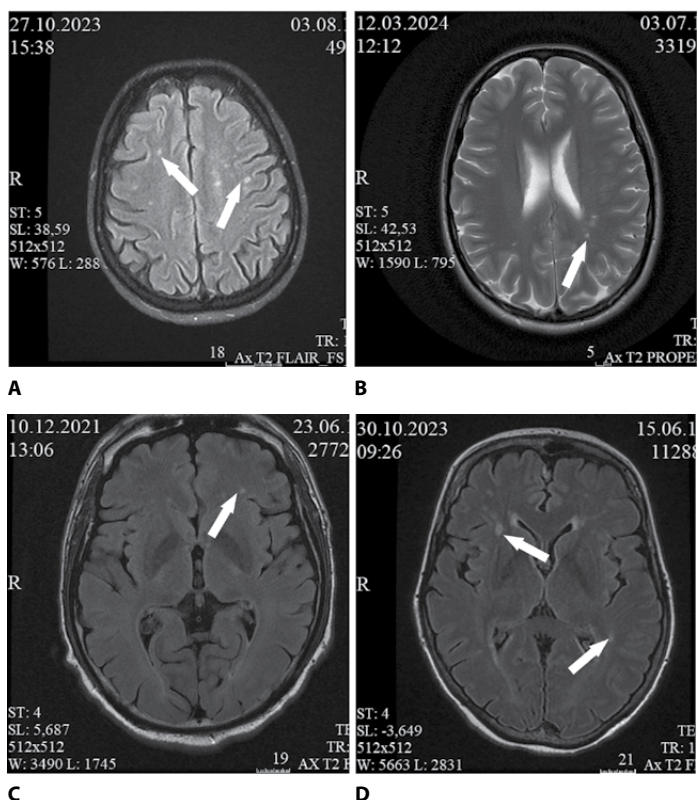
Очаги повышения интенсивности сигнала на T2-WI в режиме FLAIR:
